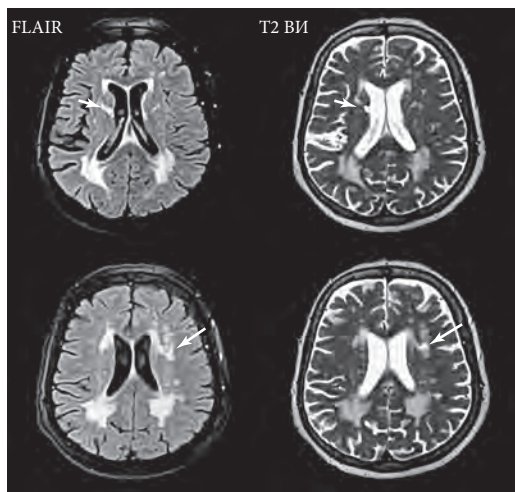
МРТ головного мозга, аксиальная плоскость (FLAIR ИП и T2 ВИ).
